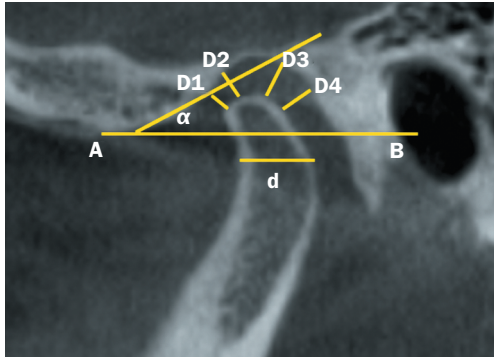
Конусно-лучевая компьютерная томограмма височно-нижнечелюстного сустава
